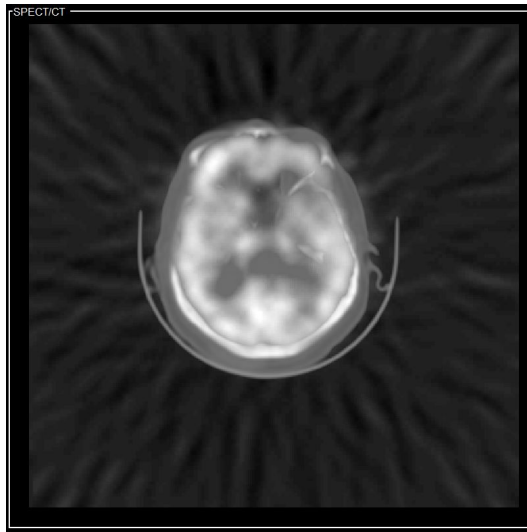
Fusión SPECT/TC - Valor Máximo.
